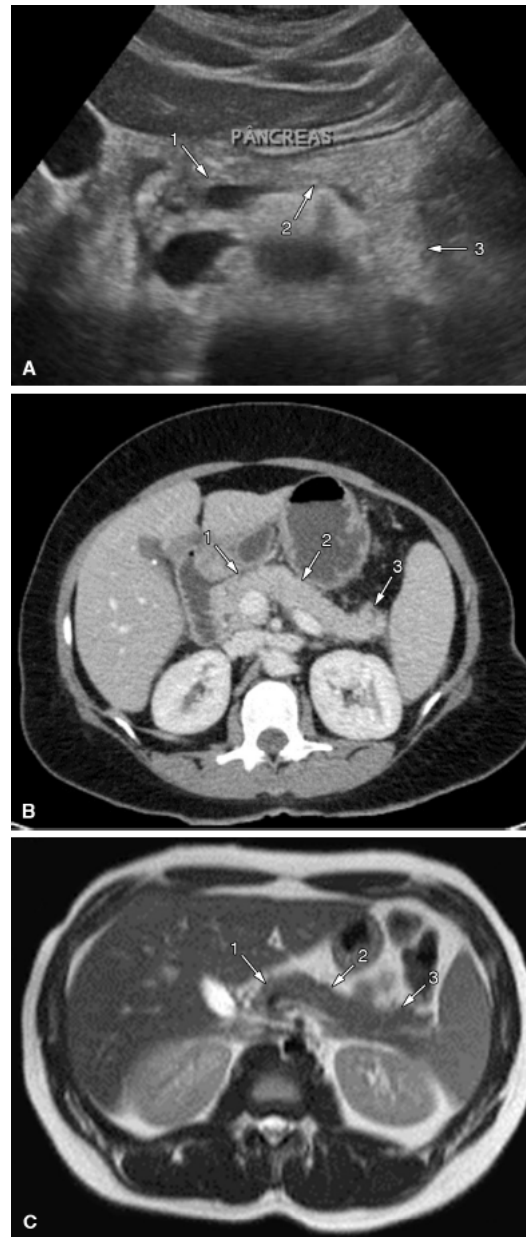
Pâncreas normal. A. Ultrassonografia – imagem transversal mostrando cabeça (1), corpo (2) e cauda (3) do pâncreas. B. Tomografia computadorizada com contraste intravenoso – imagem axial mostrando cabeça (1), corpo (2) e cauda (3) do pâncreas. C. Ressonância magnética – imagem axial ponderada em T2 mostrando cabeça (1), corpo (2) e cauda (3) do pâncreas.
